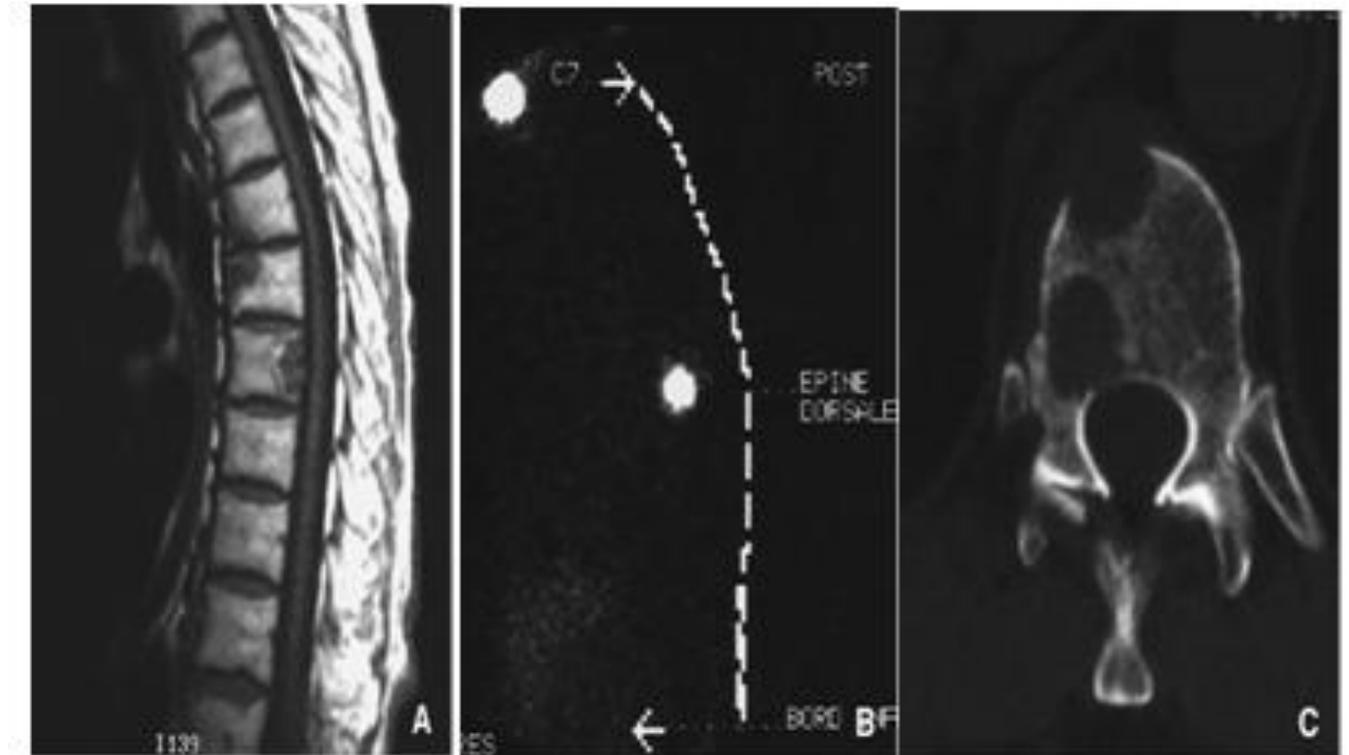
Métastases osseuses rachidiennes d'un cancer thyroïdien, visualisées à l'imagerie par résonance magnétique et à la scintigraphie sur dose thérapeutique d'iode 131.
